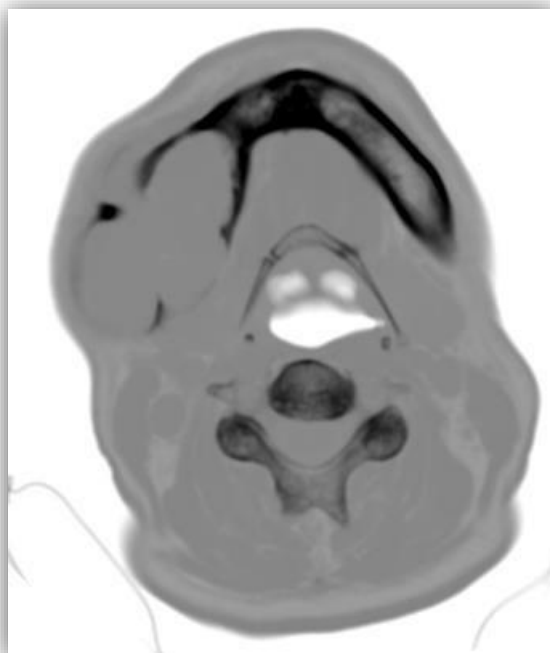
TC Corte Coronal aspecto festonado.
